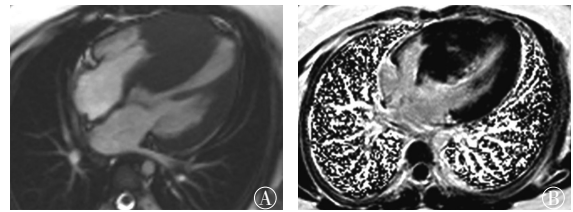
双心室受累的肥厚型心肌病MRI图像 患儿女性，7岁，四腔心切面。图中，A：显示双心室受累，室间隔及右心室前壁明显肥厚；B：心肌延迟强化显像，显示肥厚室间隔壁间可见斑片状延迟强化。MRI：磁共振成像。
